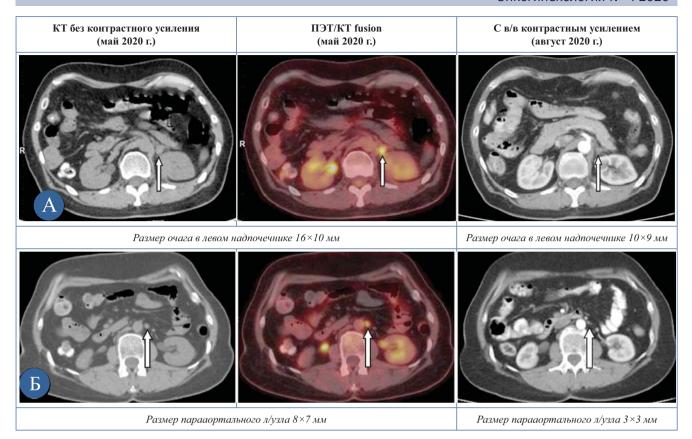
КТ/ПЭТ-КТ органов брюшной полости: A — динамика размеров метастаза в левом надпочечнике на фоне иммунотерапии и после дистанционной лучевой терапии; B — динамика размеров парааортального л/узла на фоне иммунотерапии
